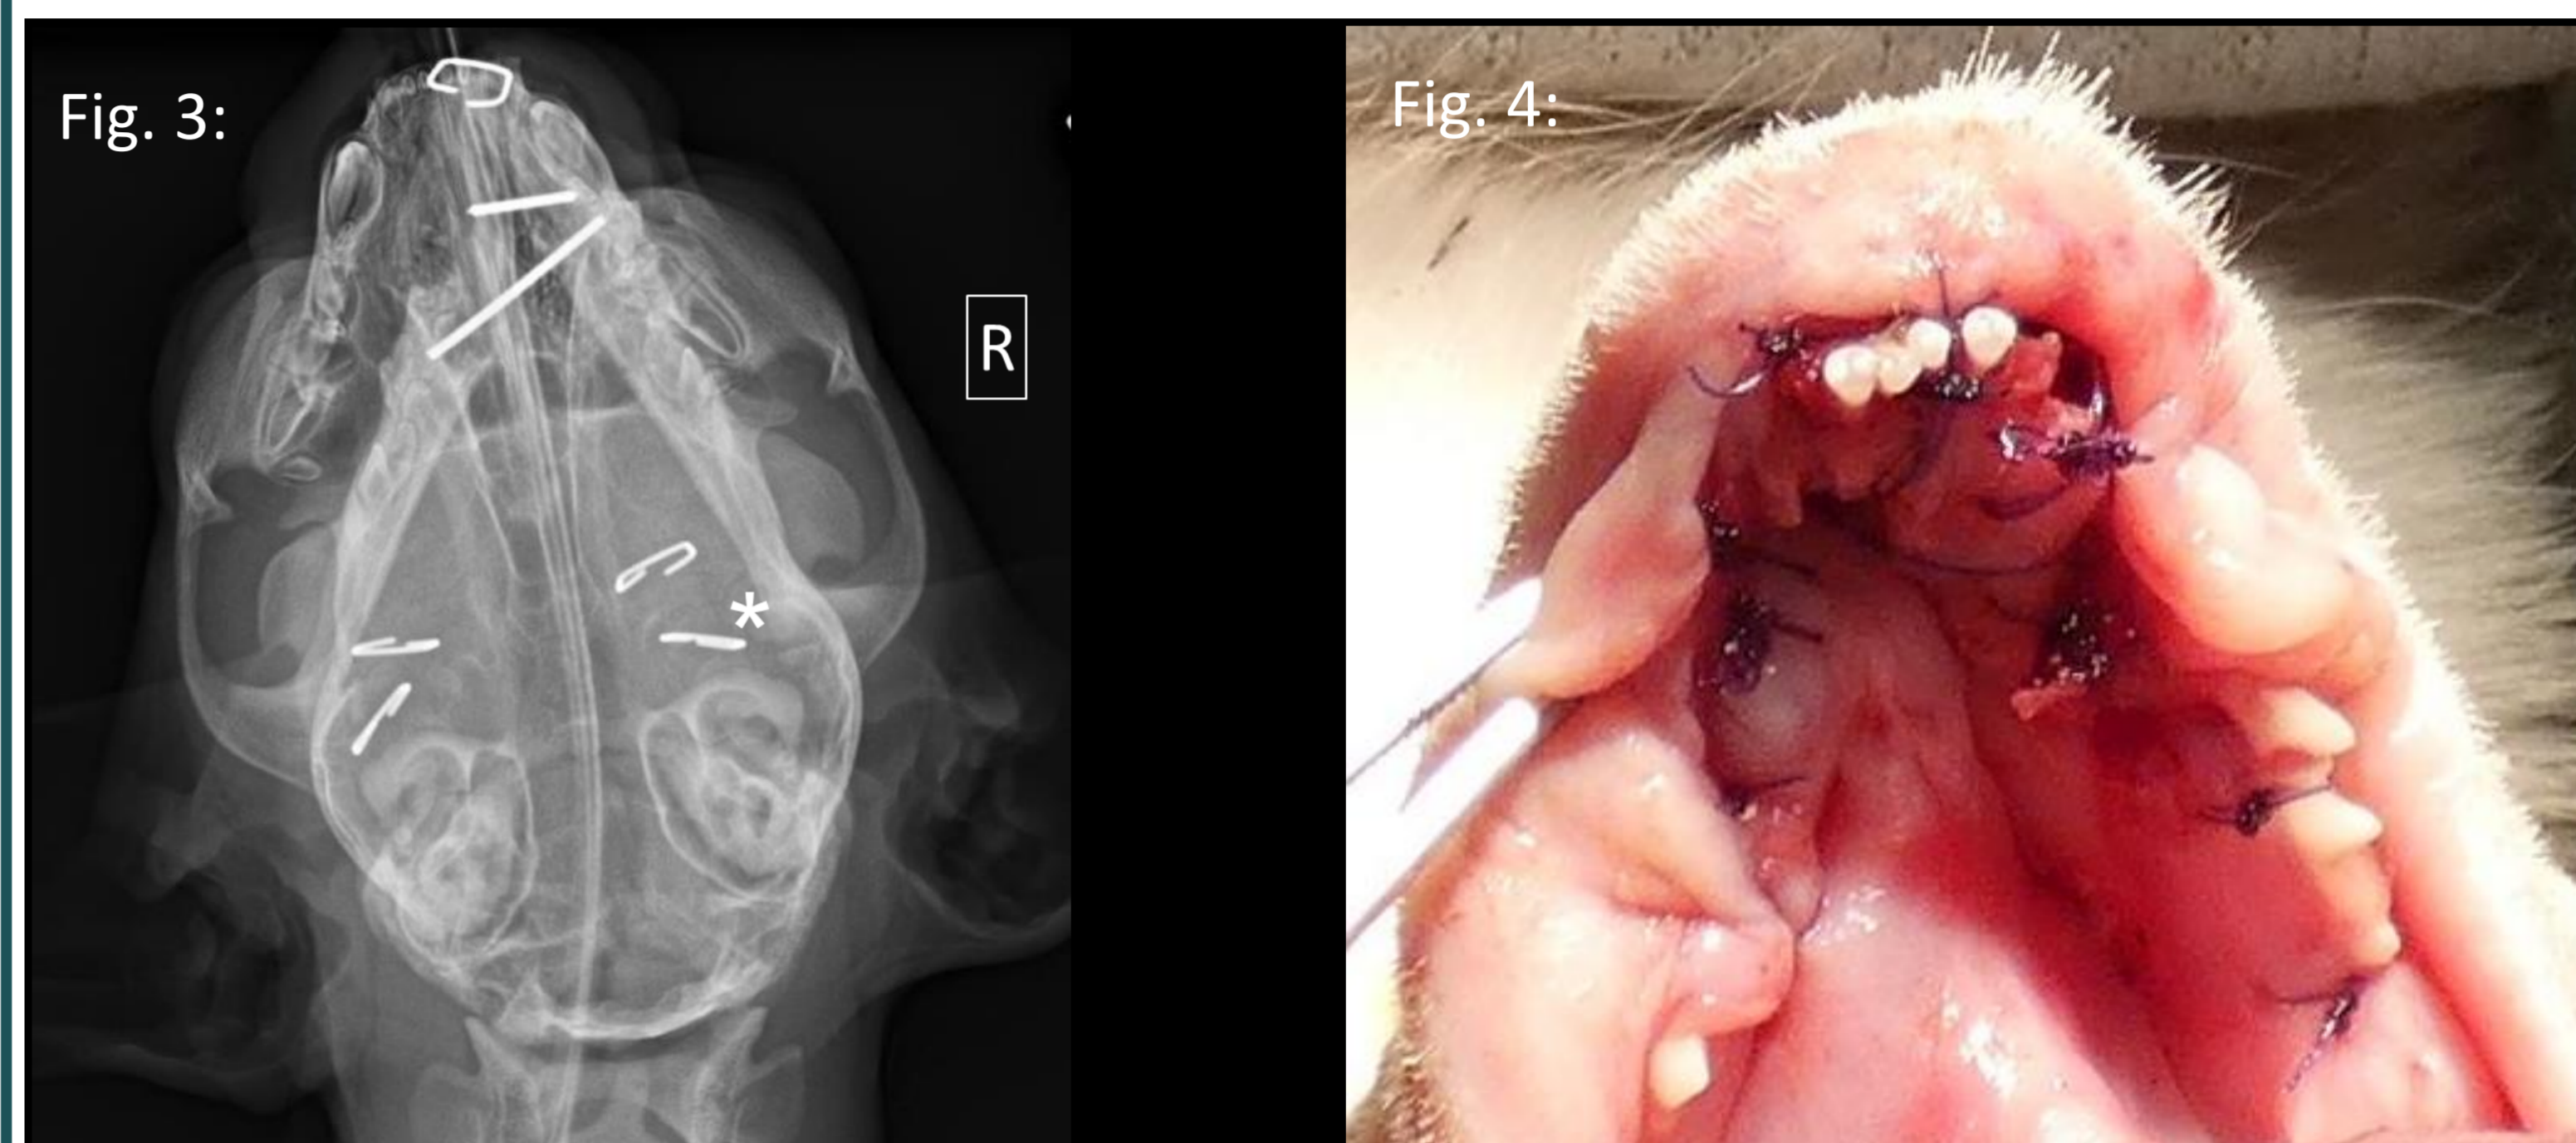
Röntgenaufnahme Kopf dorsoventraler Strahlengang: Zwei Transversalpins stabilisieren die Fraktur des linken Corpus mandibulae. Klammern (*) zur Fixation der nasoösophagealen Sonde.
